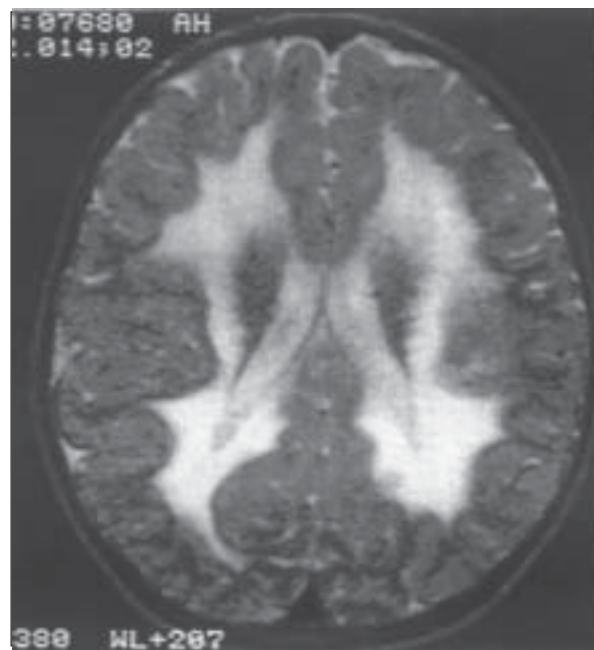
МРТ головного мозга ребенка с хроническим рассеянным энцефаломиелитом.
